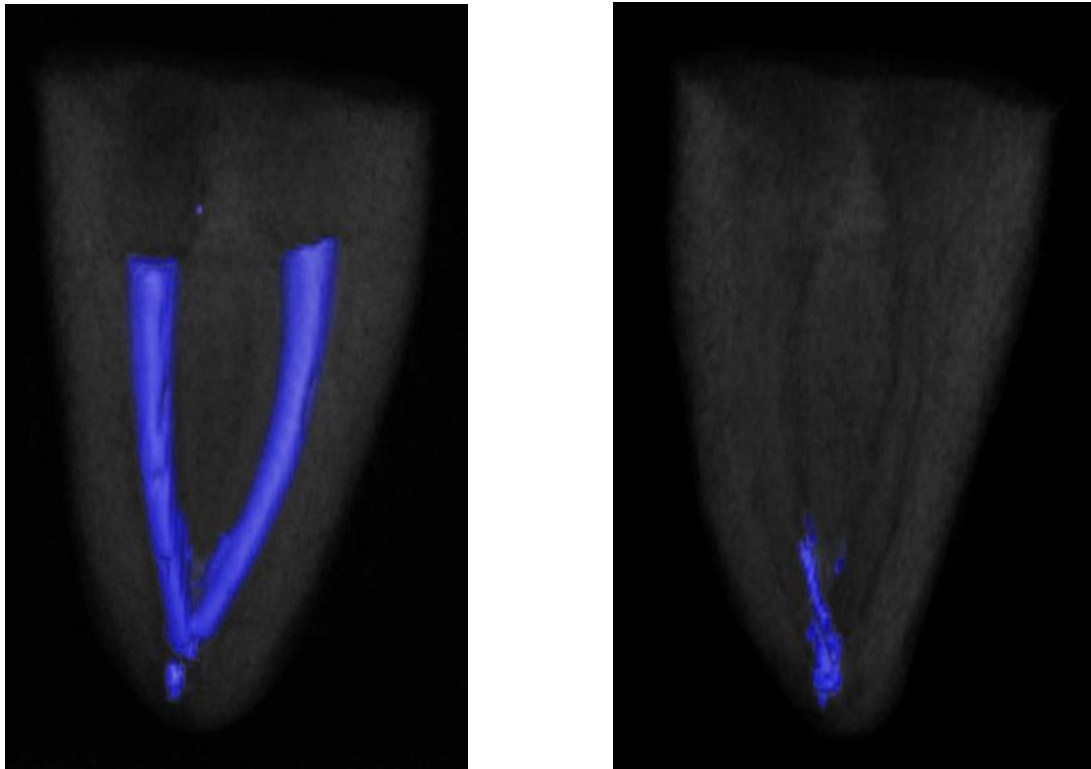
und b) Micro-CT-Aufnahmen einer repräsentativen Probe vor (a) und nach (b) der Revision mit Hedström-Feilen
